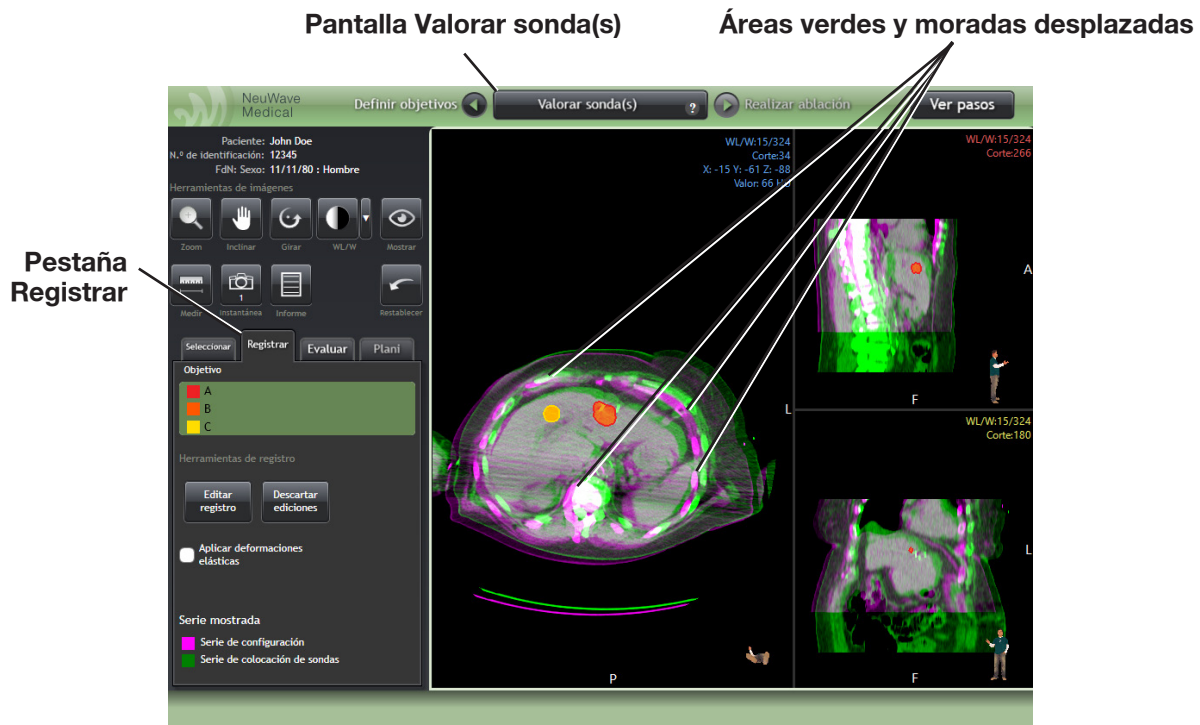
Evaluación del registro. Las áreas grandes de color verde y/o morado indican que se ha producido un cambio significativo entre la serie de TC de configuración y la serie de TC de colocación de la sonda.
